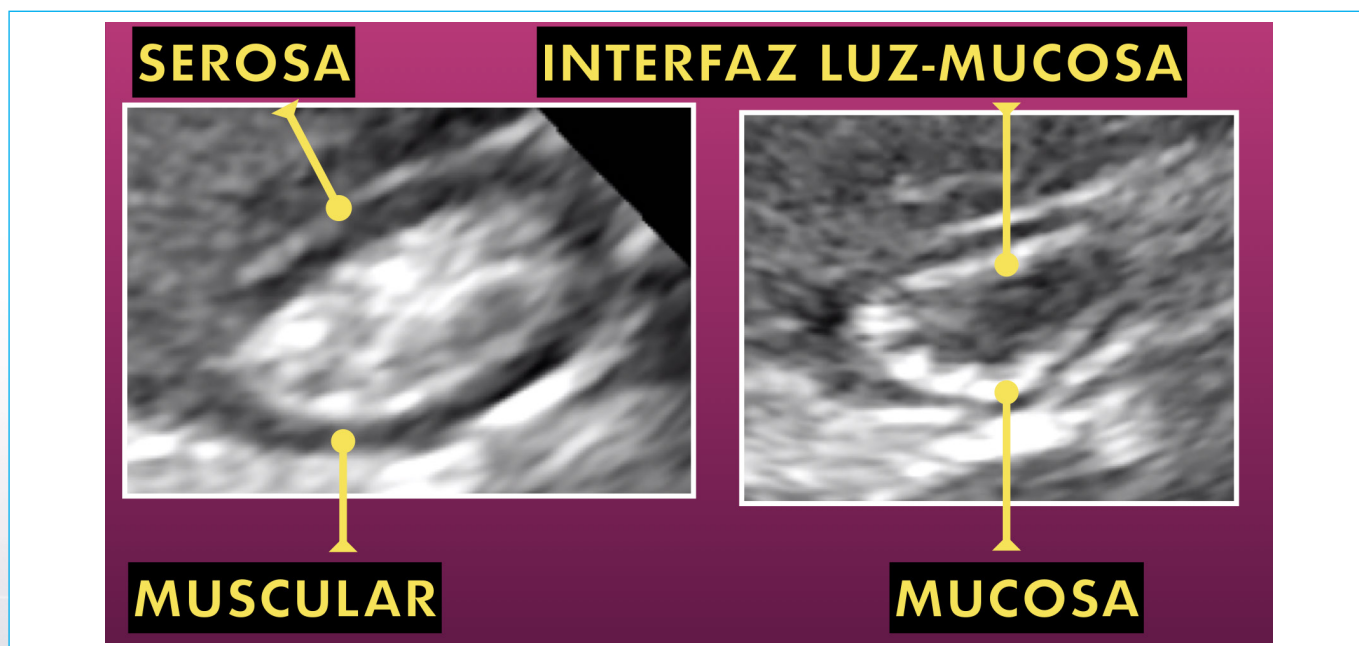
Principales capas del antro gástrico visibles por ecografía.
